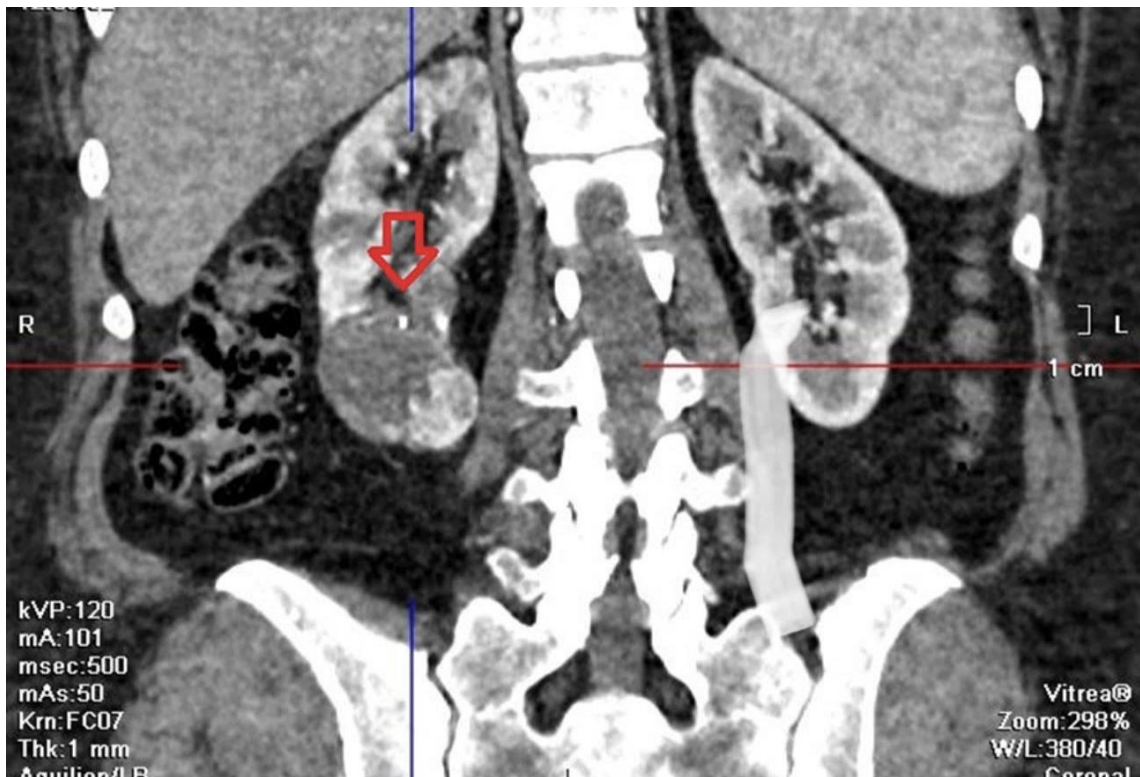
Комп'ютерна томограма після селективної емболізації нижньо-полярної гілки ниркової артерії у пацієнта Г., віком 51 рік ($T_{1b}N_0M_0$).
